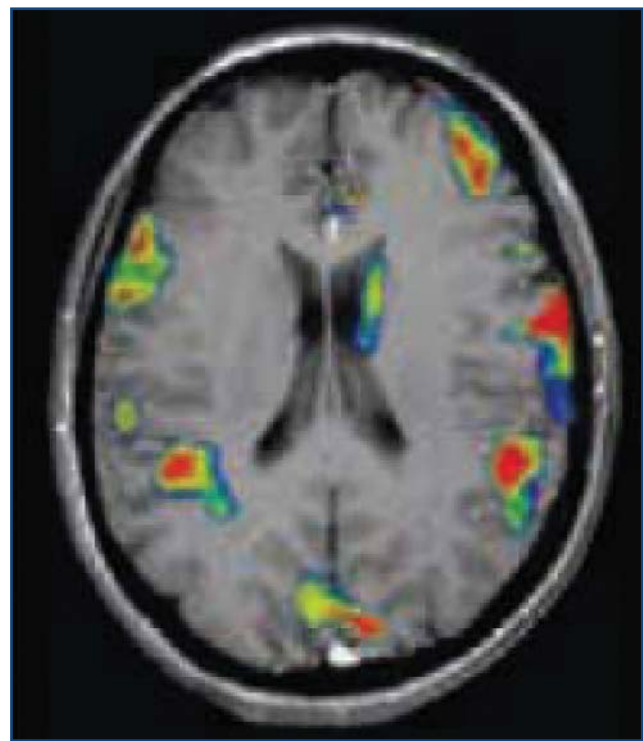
RMN funcional. Aplicación estímulo 4 kg/cm² en paciente afectado por fibromialgia. (Cedida por Dres. J. Deus y J. Pujol)
